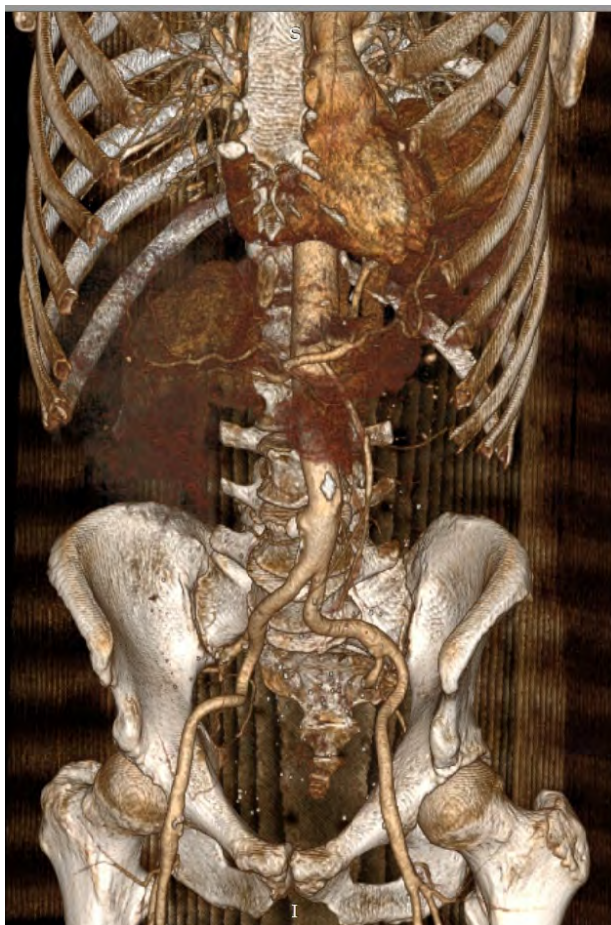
3D-реконструкція артеріальної фази комп'ютерної томографії з внутрішньовенним контрастуванням
